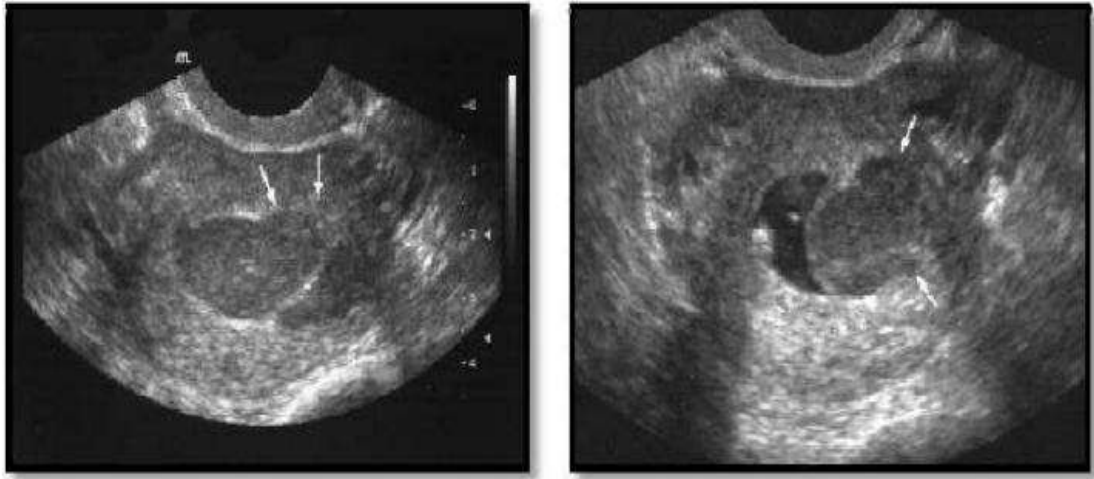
Aspect échographique d'un sarcome du stroma endométrial indifférencié: Masse hypoéchogène hétérogène aux limites irrégulières avec infiltration myométriale nodulaire. [61]
